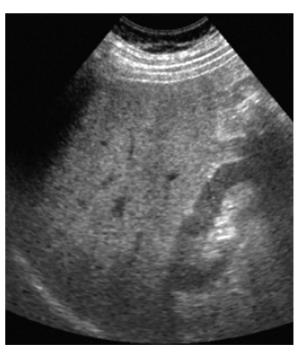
56-jähriger Patient mit bekannter alkoholinduzierter Steatosis hepatis. Im B-Bild-Sonogramm diffuse Erhöhung der Echogenität in der gesamten Leber bei deutlichen Inhomogenitäten
